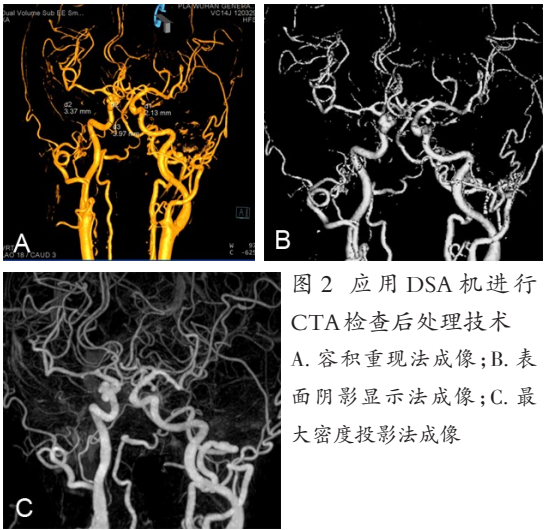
应用 DSA 机进行 CTA 检查后处理技术 A. 容积重现法成像;B. 表面阴影显示法成像;C. 最大密度投影法成像
